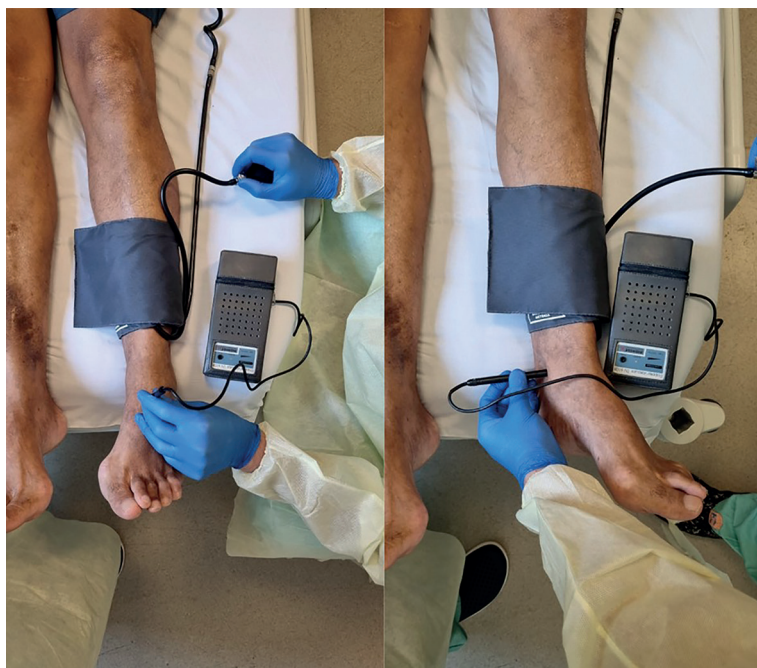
Medida do índice tornozelo-braço. Com o manguito insuflado na região do tornozelo, o sonar Doppler deve ser posicionado na topografia das artérias distais da perna (pediosa e tibial posterior) para a avaliação da pressão sistólica nesses sítios anatômicos.
